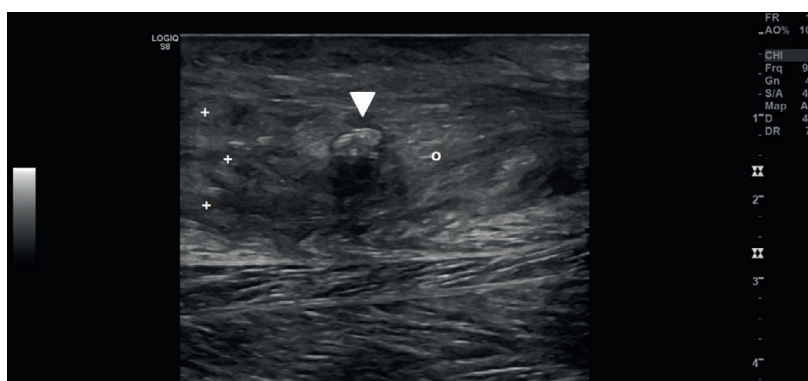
Oben: MRI bei Achillessehnenruptur, der Pfeil markiert die Kontinuitätsunterbrechung der Sehne. Rechts oben: Frische Ruptur mit distalem Sehnenstumpf (o) mit wirrem Faserverlauf (+) und frischer Einblutung (*). Rechts unten: Ältere Ruptur (> 10 d): Aufgetriebenes distales Rupturende (o) mit älterer Einblutung (+) bei intratendinöser Verkalkung (Dreieck) mit dorsalem Schallschatten, DD verkalktes Hämatom, DD Ablagerung.
